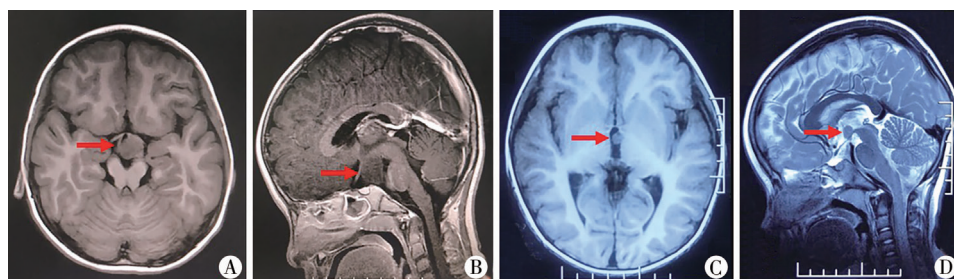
儿童下丘脑错构瘤患者头部 MRI 平扫及增强扫描图片 A:轴位 MRI 平扫示肿瘤(红色箭头,下同)位于脚间窝前方;B:矢状位 MRI 示肿瘤位于下丘脑下方,有宽大瘤蒂与之相连,为罗氏Ⅱ型;C:轴位 MRI 示肿瘤位于第三脑室内;D:矢状位 MRI 示肿瘤位于乳头体上方,突入第三脑室,为罗氏Ⅳ型
